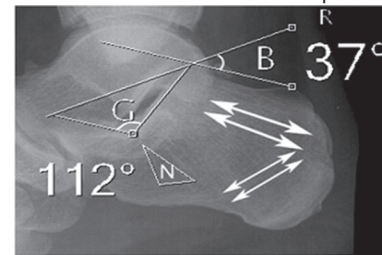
Боковая рентгенограмма пяточной кости:
